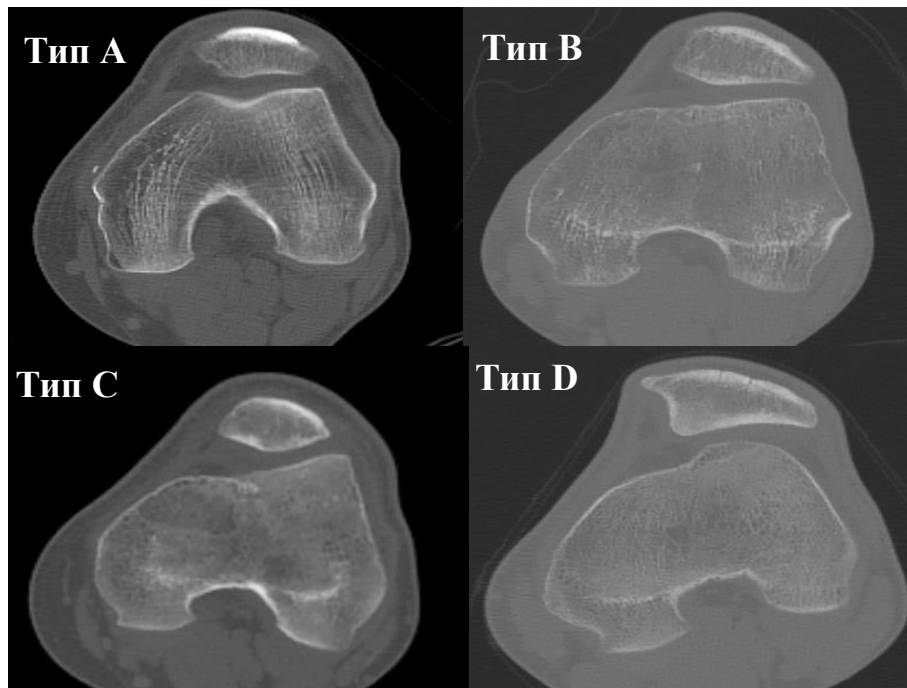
КТ-граммы коленных суставов с различными типами дисплазии БлБК по классификации D. Dejour (2010)
